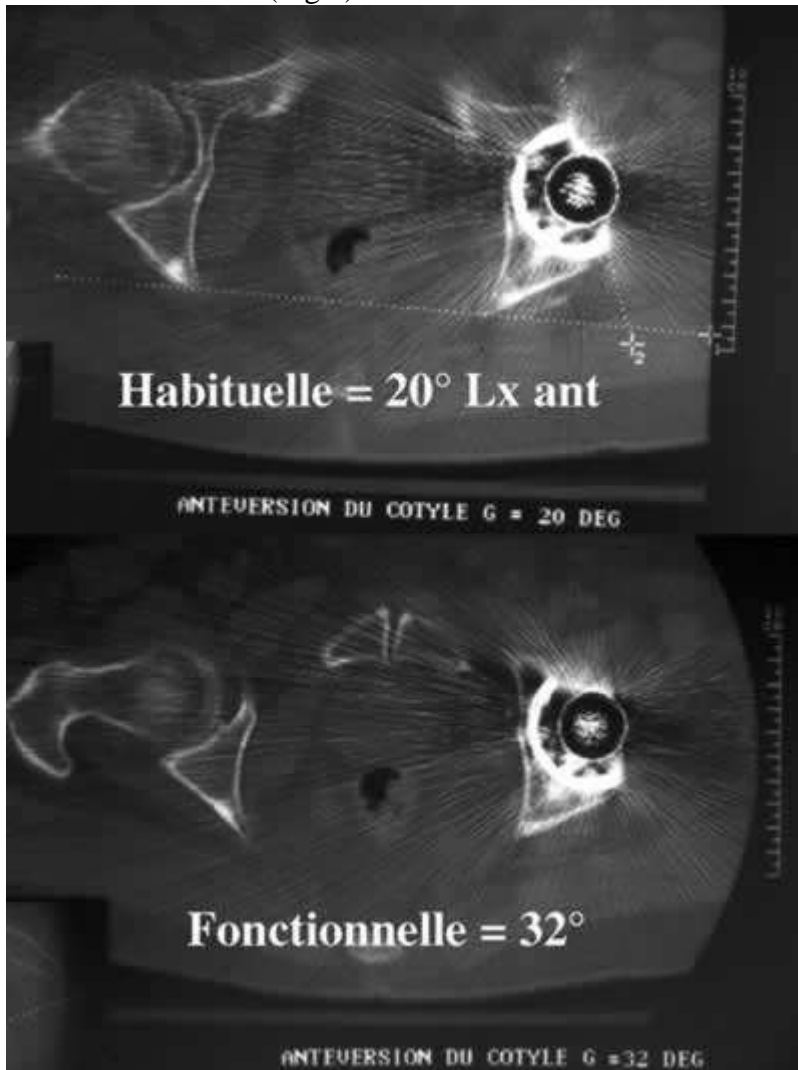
TDM d'une PTH ayant des épisodes de luxation antérieure. La mesure « habituelle » de l'antéversion est rassurante, montrant 20° d'antéversion. En fait la cupule a un excès d'antéversion en orthostatisme (32°) démasqué par la mesure de l'antéversion « fonctionnelle ». Ce patient rétroversait son bassin en orthostatisme ce qui donnait une « hyperantéversion fonctionnelle ». Cette dernière restait méconnue en mesure TDM « habituelle » puisque le patient antéversait son bassin en décubitus sur la table de TDM ce qui effaçait « l'hyperantéversion fonctionnelle ».
